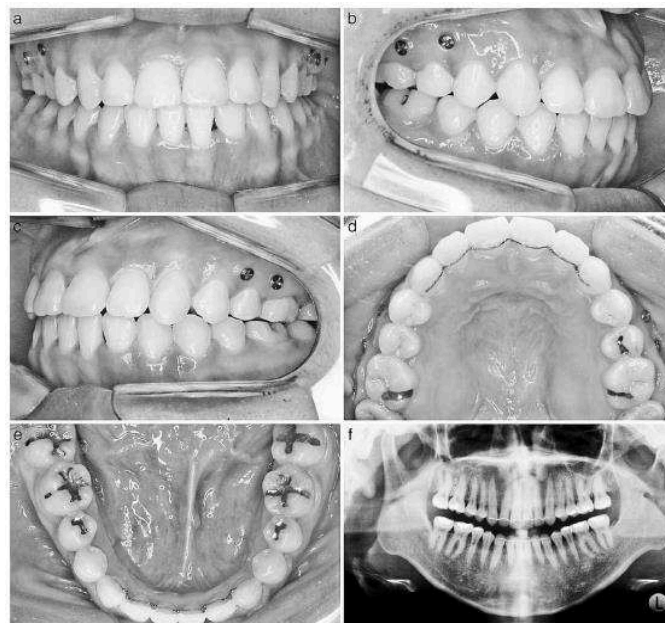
Fotografias intra-orais e ortopantomografia pós-tratamento. (Y.-C. Park et al., 2008)
